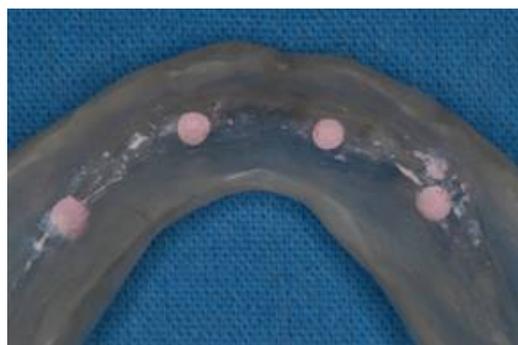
Marcadores radiopacos (guta-percha) instalados no guia acrílico, nas posições mais adequadas para os futuros implantes. Esse guia deverá ser usado pelo paciente no momento da realização da tomografia computadorizada.
